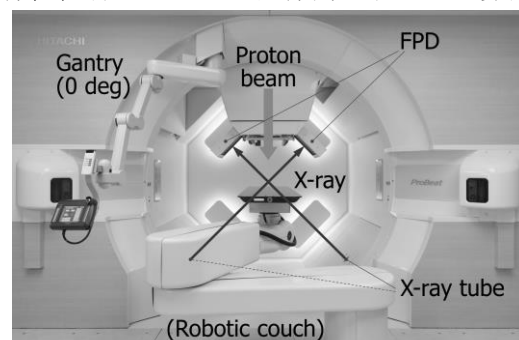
陽子線治療装置回転ガントリー搭載型 CBCT 撮影システム
